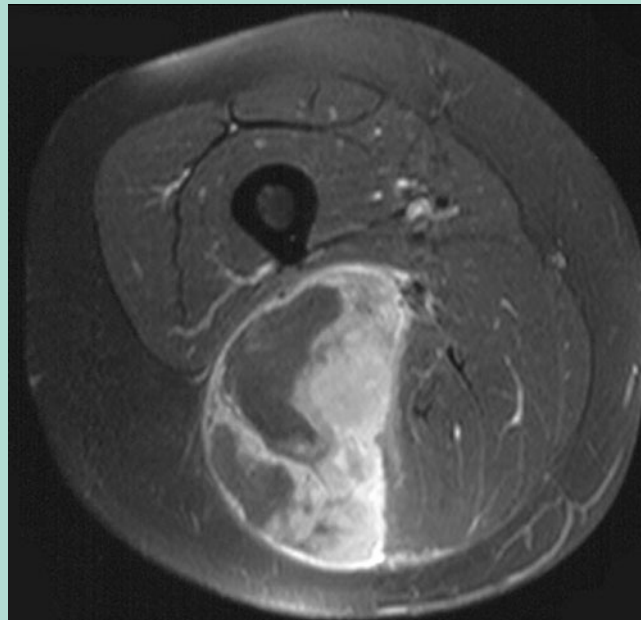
► Liposarkom rechter Oberschenkel dorsal, G3, Stadium T2b, intramuskulär, intrakompartimentär, MRT, T1-Wichtung fettgesättigt mit Kontrastmittel
